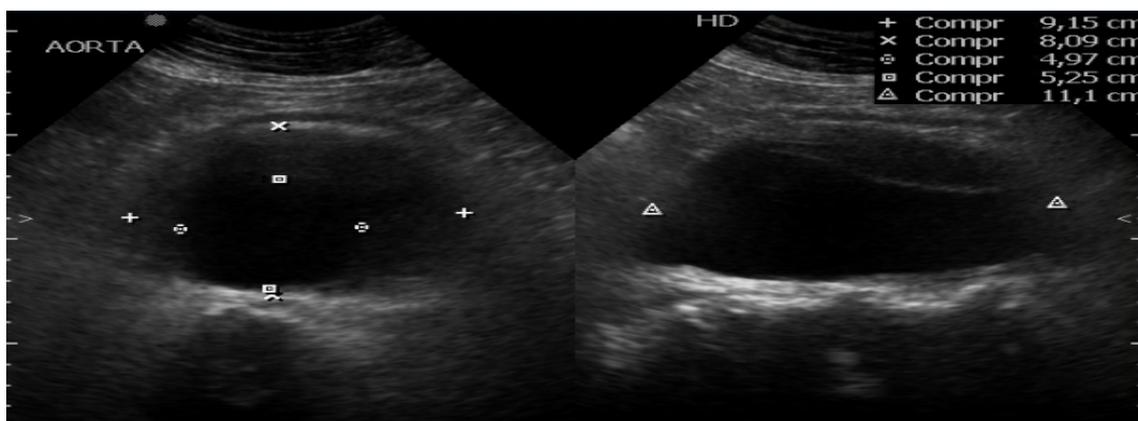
Ultrassonografia de abdome destacando o aneurisma de aorta abdominal e seus respectivos diâmetros.
